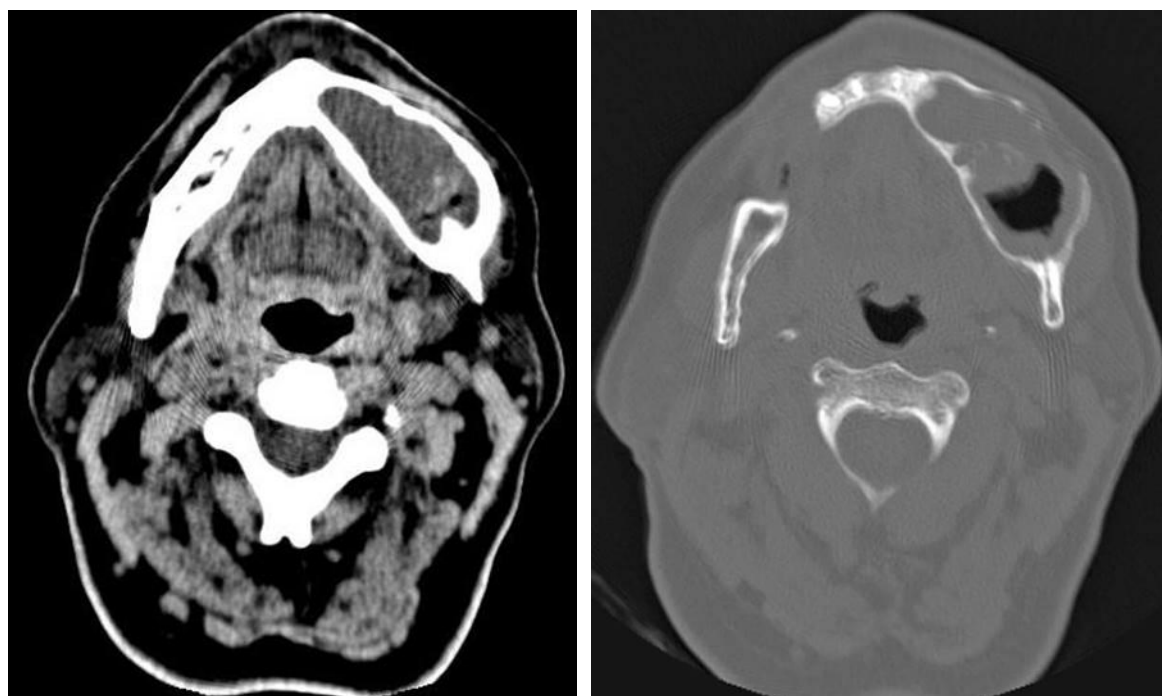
Tomografía axial computadorizada que muestra imagen tumoral
